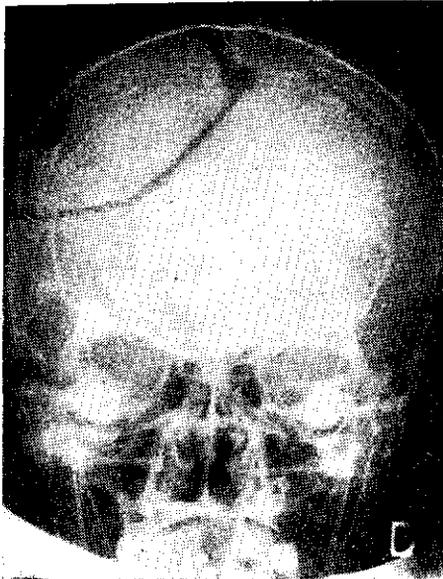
Radiografía simple antero-posterior, nótese la craneotomía.
